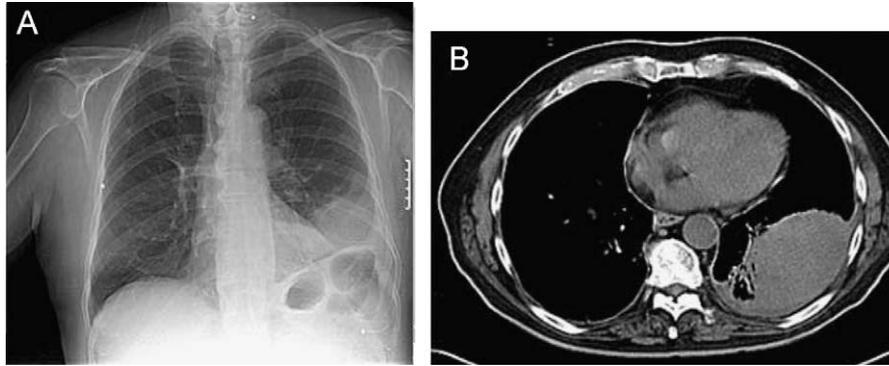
Radiografía de tórax (A) que muestra una imagen parenquimatosa redondeada, de 8 cm, contornos bien definidos y localización posterior en el lóbulo inferior izquierdo, con derrame pleural. Tomografía computarizada (B) que muestra un absceso pulmonar por *Leuconostoc* spp.
